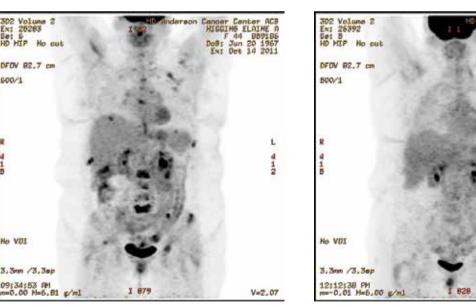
Исследование ПЭТ-КТ от 14.10.11 г. Множественные метастазы во всех отделах позвоночника костях таза, ребрах, левой ключице.
